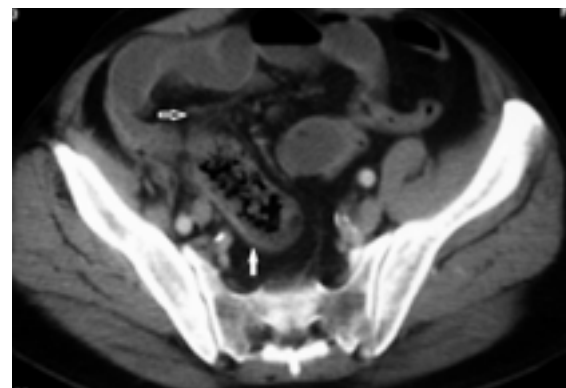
Abdominal CT image shows a dilated bowel segment with debris and gas bubbles, also called a feces sign (white arrow). Minimal mesenteric congestion (open white arrow) also was seen in the cranial portion of the dilated bowel segment.
